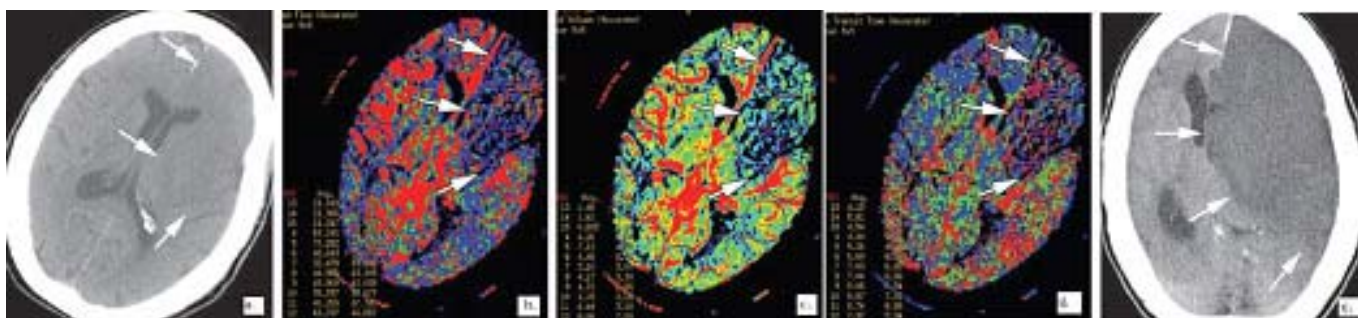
Enfarte agudo num paciente do sexo feminino com 76 anos de idade. (a) Imagem inicial de TC-CE mostra subtil hipodensidade (setas) na ínsula esquerda, lobo temporal e frontal. (b) Mapa do FSC mostra diminuição do FSC (setas) no território esquerdo da artéria cerebral anterior e artéria cerebral média (ramo anterior), com valores quantitativos inferiores a 11 ml/100 g/min.¹⁰ (c) Mapa do VSC mostra diminuição deste (setas). (d) Mapa do TMT mostra pequeno aumento do TMT, sendo as alterações compatíveis com enfarte. (e) Imagem de *follow-up* mostra um extenso enfarte no território da artéria cerebral anterior e média (4:634).
